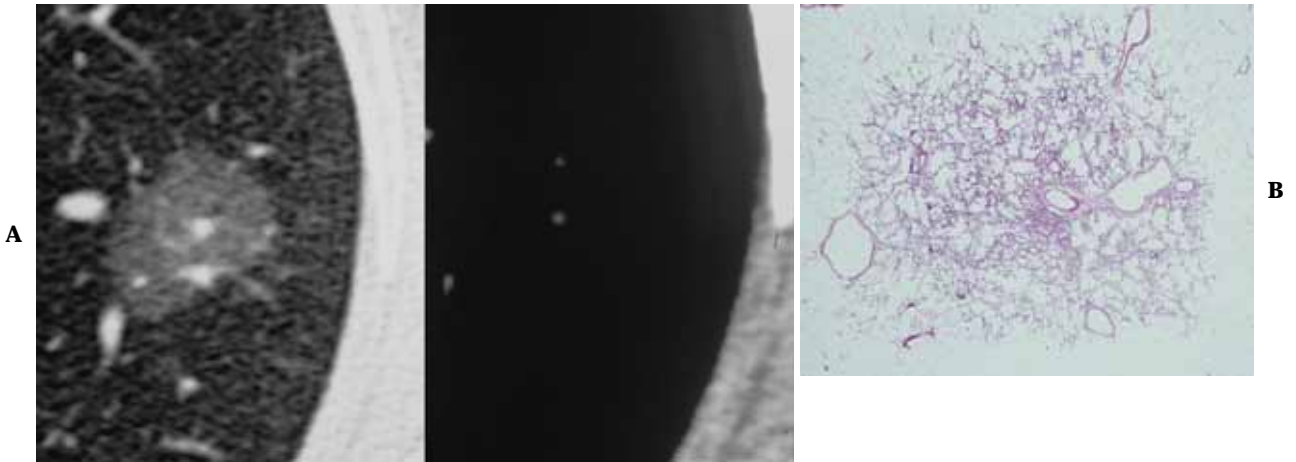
Ground-glass opacity. A. CT shows a tumor with homogeneous ground-glass opacity. B. Pathological findings of atypical adenomatous hyperplasia.
